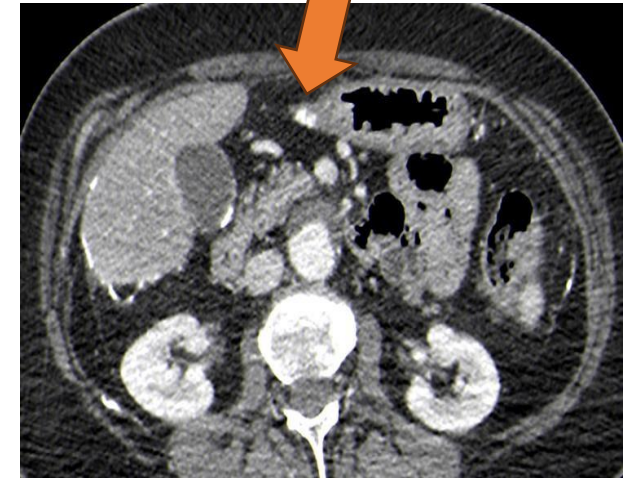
TC corte axial con contraste. Implantes peritoneales calcificados
